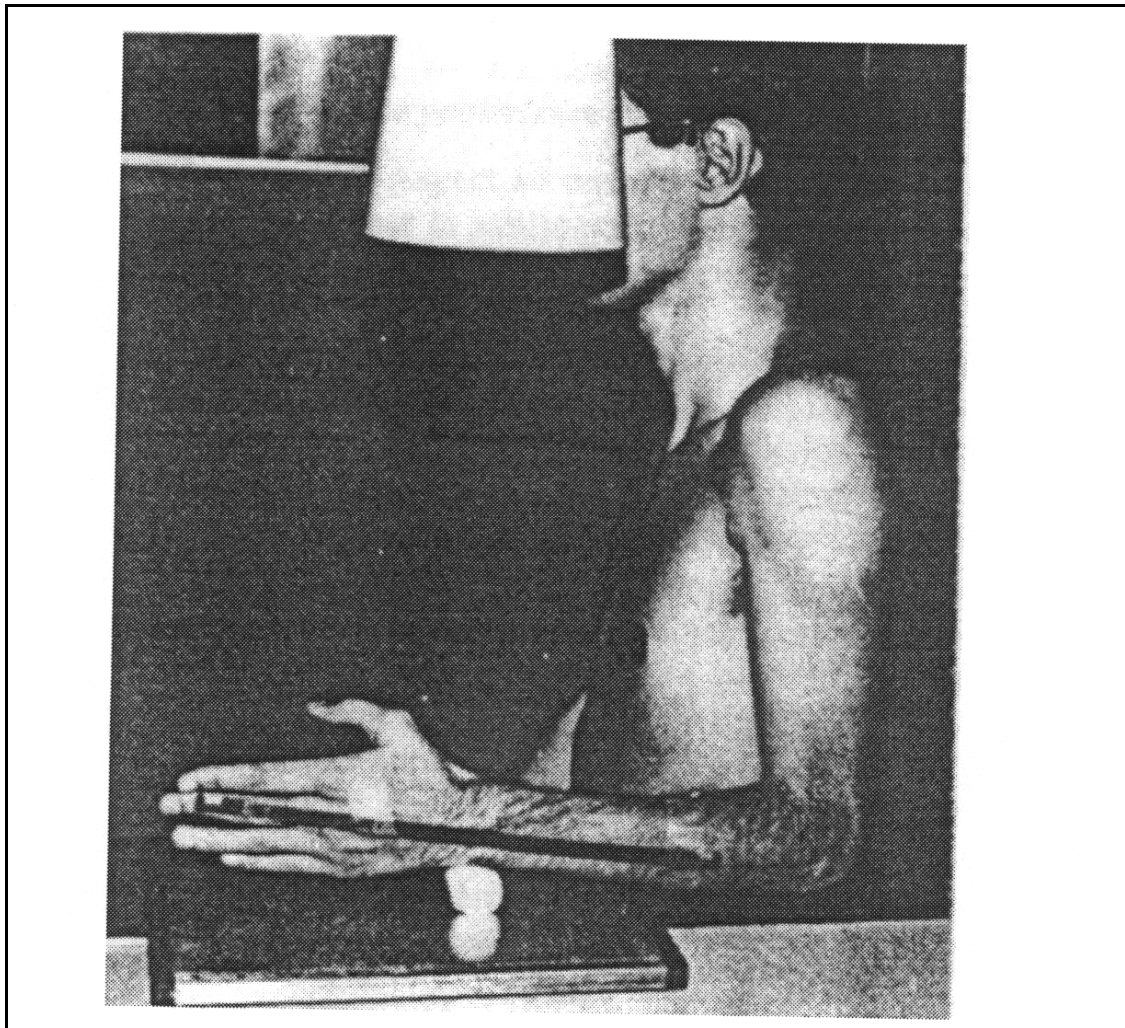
Les conditions requises pour une radiographie de profil du poignet
